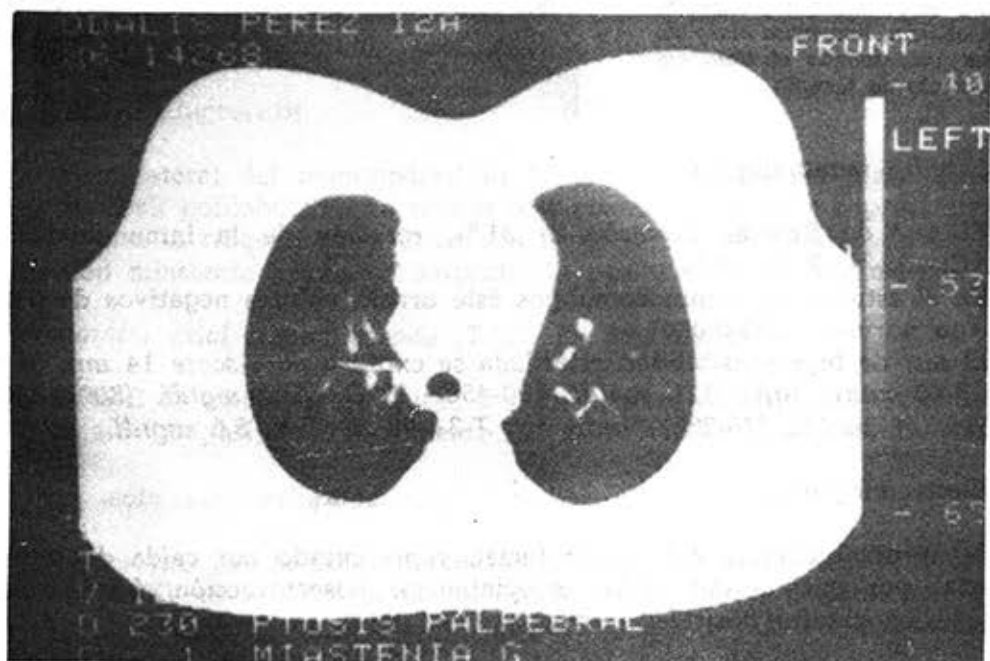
Tomografía axial computarizada con ventana de 1024. Se observa el ensanchamiento del mediastino superior y anterior por el timo aumentado de tamaño.
